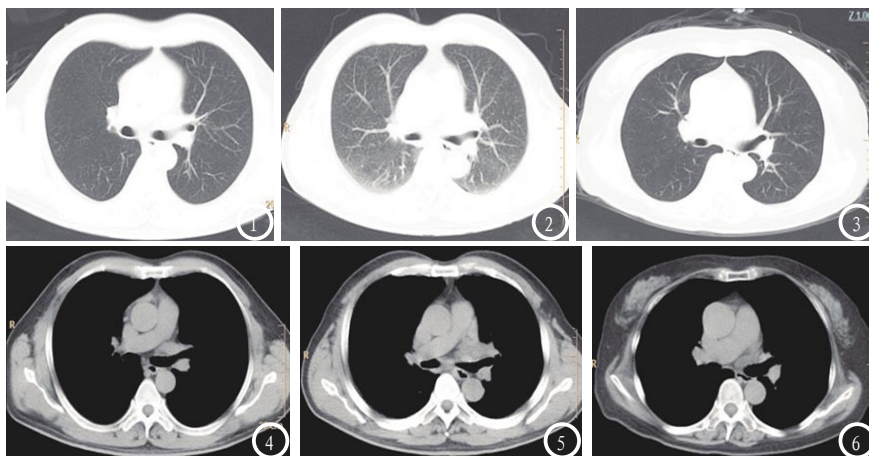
3为双源CT不同剂量下患者肺窗图像质量比较,图1电流量为110mAs,图2电流量为95mAs,图3电流量为80mAs。图4-6为双源CT不同剂量下患者纵膈窗图像质量比较,图4电流量为110mAs,图5电流量为95mAs,图6电流量为80mAs。
